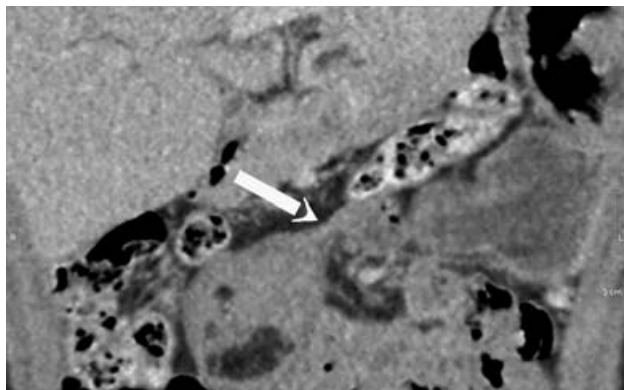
КТ-изображение, фронтальная проекция. Спайка между образованием брыжейки тонкой кишки и петлей тощей кишки
